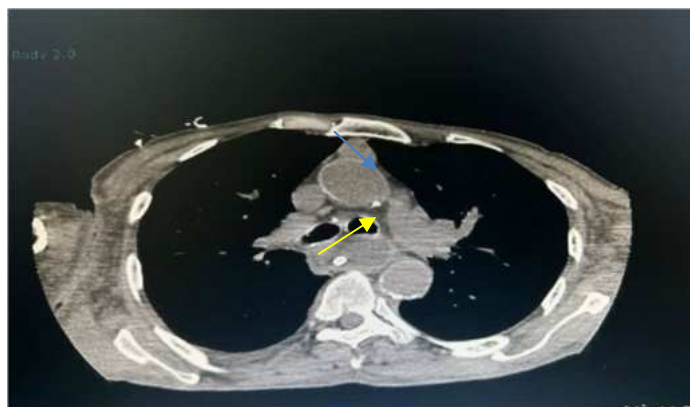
Tomografia computadorizada de tórax com contraste com presença de massa tumoral esofágica (seta amarela) e linfonodo paraesofágico aumentado de 1,2 x 1,0 cm (seta azul).
